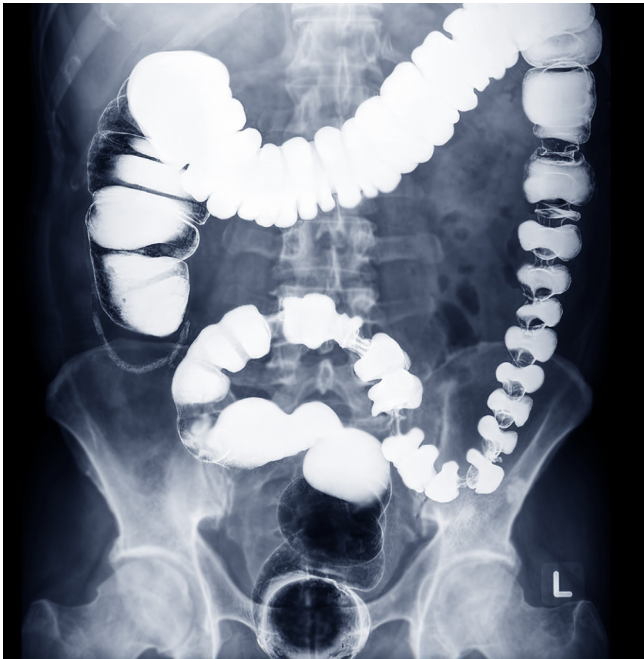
Image radiographique du côlon après lavement baryté.
